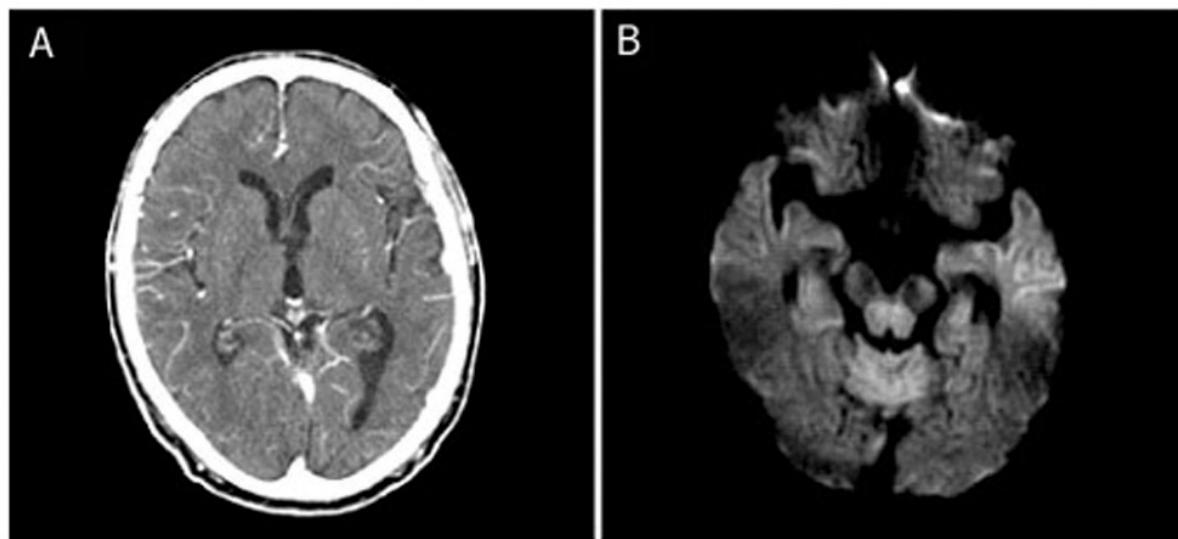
Gadolinium enhancing brain CT showed diffuse gyral enhancement (A) and diffusion-weighted MRI showed mild increased signals on the left lateral temporal lobe (B).
